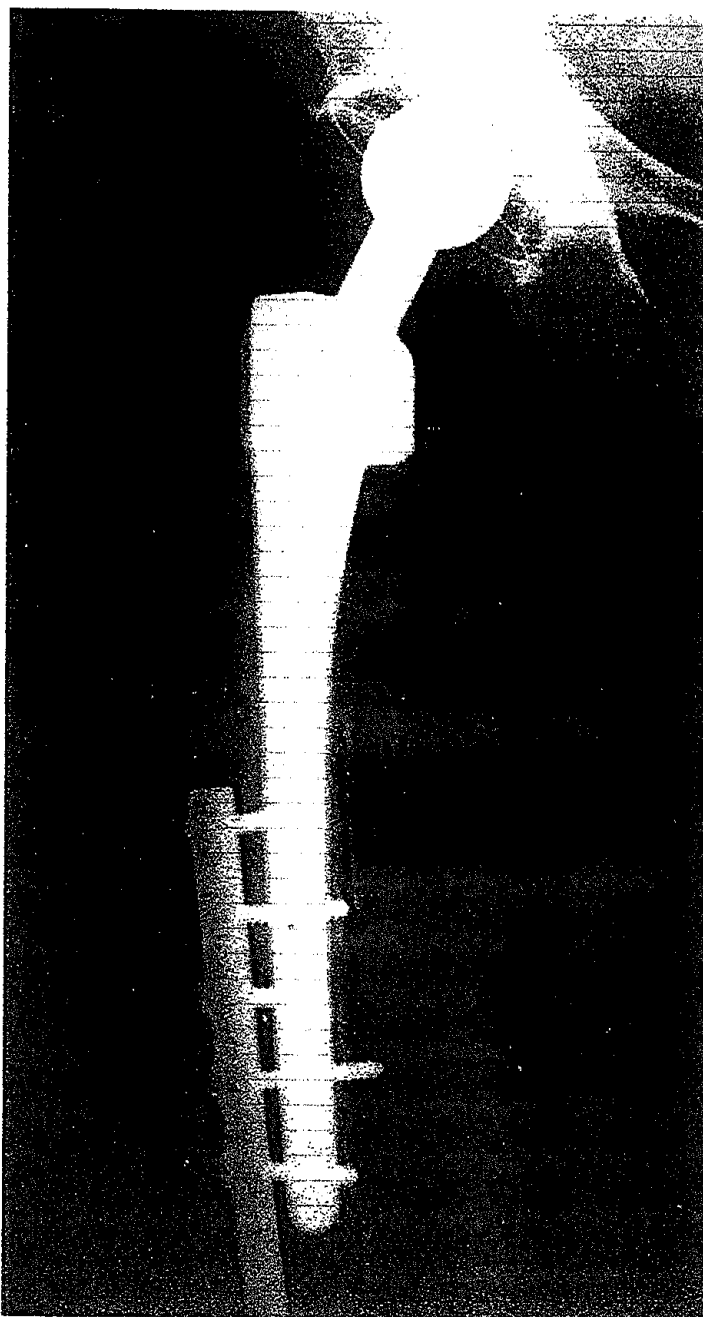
Radiographie de hanche droite du 05/11/99.
